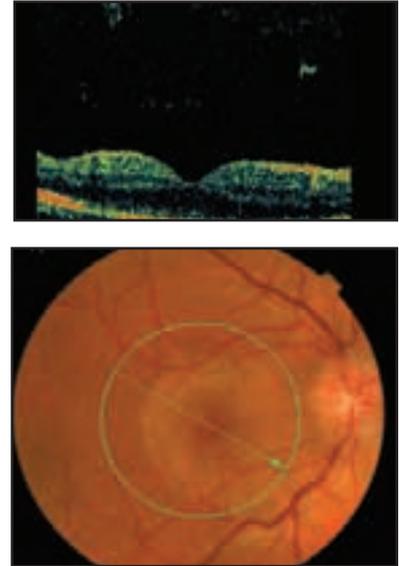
Neurorretinitis en paciente con sífilis secundaria. a) fondo de ojo; b) tomografía óptica de coherencia
